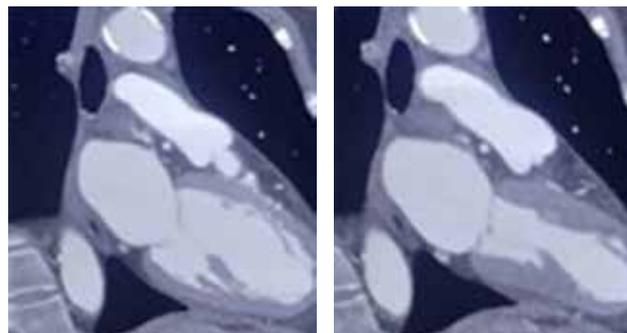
Angiotomografía cardíaca: hipocinesia en segmentos medios y apicales del ventrículo izquierdo e hiperkinesia de los segmentos basales.
